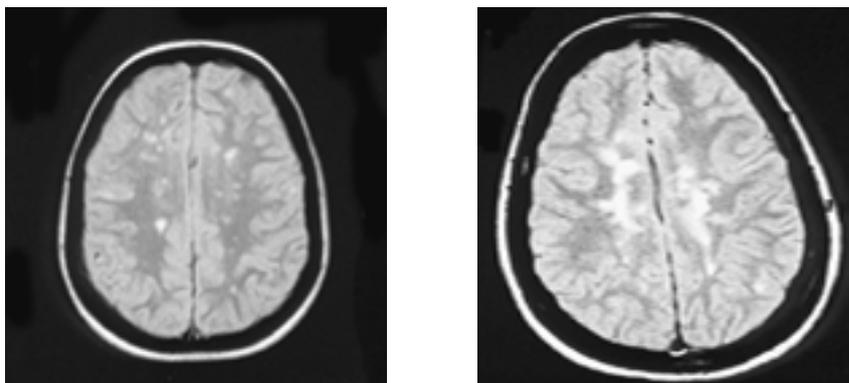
Lesiones desmielinizantes múltiples y de pequeño tamaño (izquierda) y de gran tamaño por confluencia lesional (derecha), observables en imágenes por resonancia magnética de pacientes con esclerosis múltiple. (Imágenes de pacientes incluidos en este estudio).
